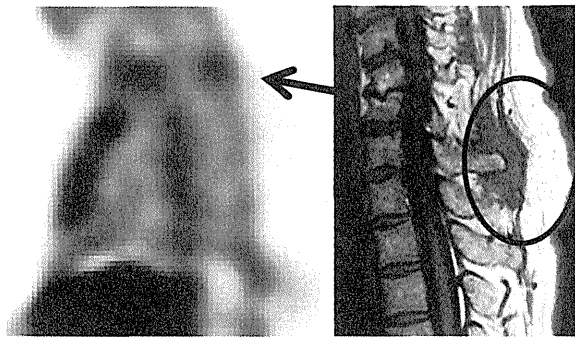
破壊性脊椎炎 左が^{99m}Tc アプロチニンによる SPECT の矢状断像で右が MRI の T1 強調画像。第 4 胸椎の棘突起周囲に不整な軟部組織がみられており(○囲み)、同じ位置に^{99m}Tc アプロチニンの異常集積がみられる(矢印)。
